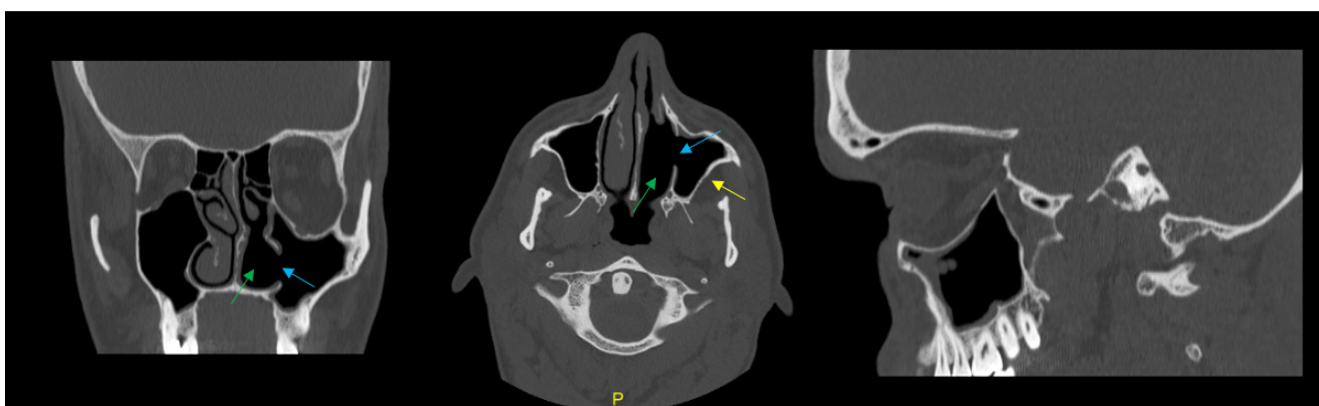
TC de control tras 10 meses de la cirugía endoscópica con meatotomía (flechas azules) y turbinectomía (flechas verdes). Se observa la resolución del defecto de la pared posterolateral del seno maxilar izquierdo (flecha amarilla).
